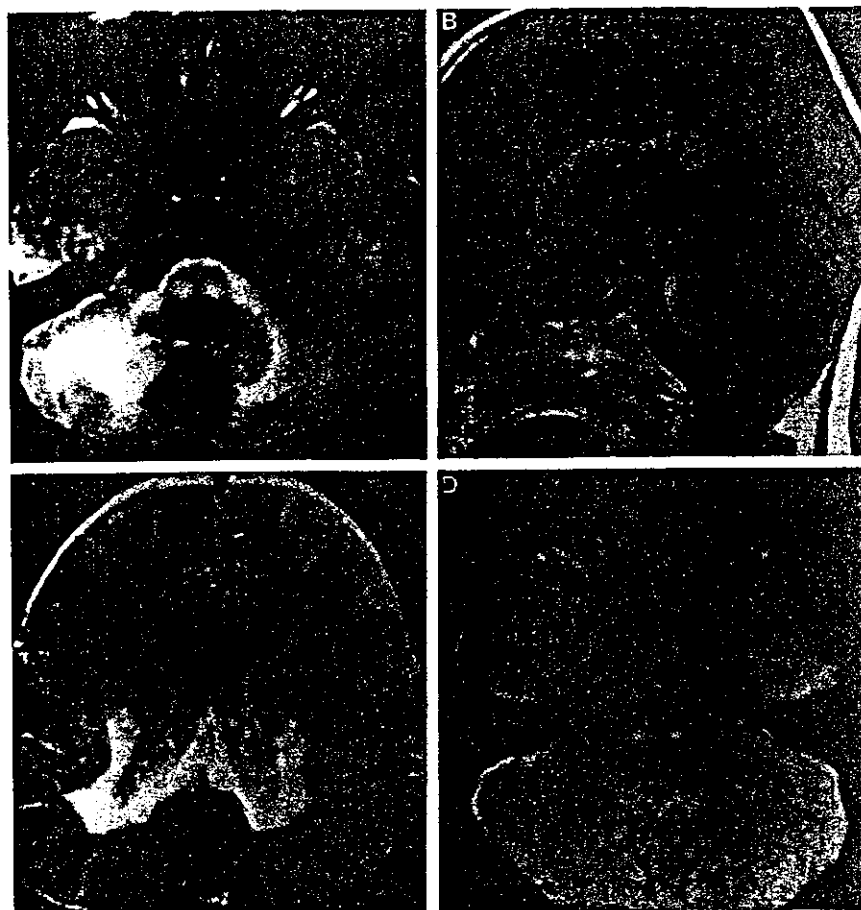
MR images of acyl-CoA oxidase deficiency. A, T2-high signals in the cerebellar white matter, peduncles of the cerebellum and the transverse tracts of the pons (patient 1, 3.5 years old). B, atrophic cerebellar vermis, T1-shortening in the upper ventral pons and T1-prolongation in the central ventral pons (patient 1, 3.5 years old). C, T2-high signals in the posterior periventricular and subcortical white matter and splenium of the corpus callosum (patient 1, 9 years old). D, T2-high signals in the pontomedullary corticospinal tracts (patient 2, 2 years old).
